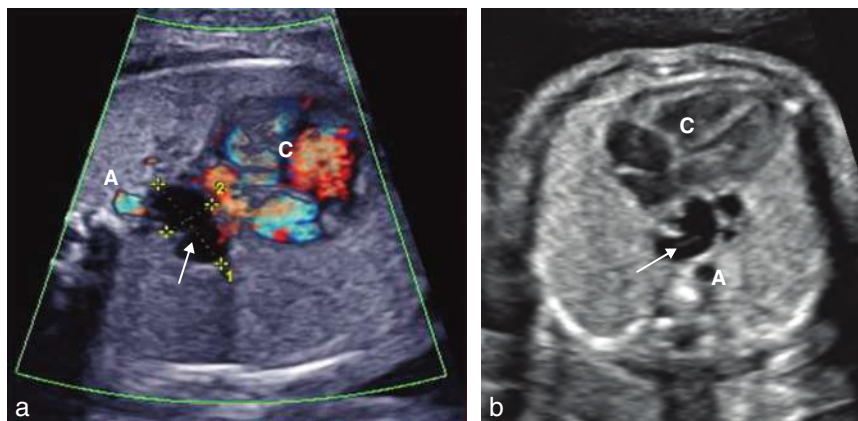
Tumeur médiastinale. a. Kyste entérique. 32 SA. Coupe transversale du thorax au niveau des quatre cavités. En arrière du cœur (C) et en avant de l'aorte (A), on individualise une masse kystique, avasculaire, dont les contours postérieurs sont un peu irréguliers et qui présente au moins une cloison (→). Elle se situe à distance du rachis mais très près de l'œsophage. Elle n'est pas compressive. Le diagnostic exact sera donné par l'examen anatomopathologique postopératoire : kyste entérique. b. Lymphangiome kystique. 24 SA. Coupe transversale du thorax au niveau des quatre cavités du cœur (C). On retrouve une masse anéchogène, multikystique, avasculaire et non compressive (→) en arrière du bord gauche du cœur et en avant de l'aorte (A). Le diagnostic, incertain au plan échographique, est posé par l'IRM : lymphangiome kystique du médiastin.
